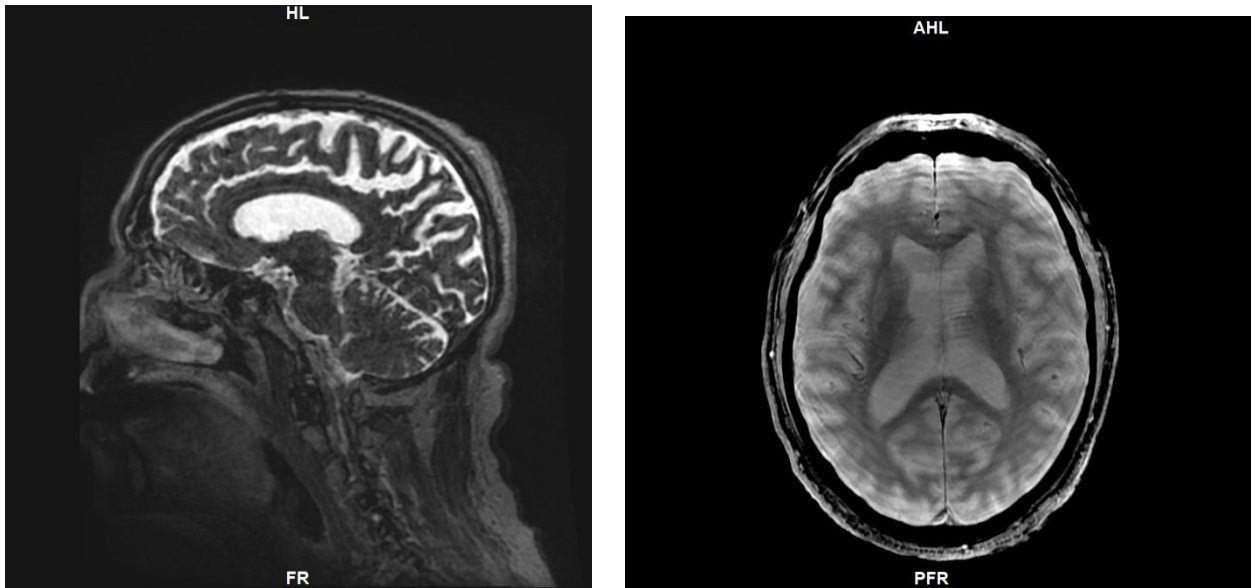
Immagini acquisite tramite PET/RM di Risonanza magnetica, paziente affetto da Demenza Cortico-basale.
